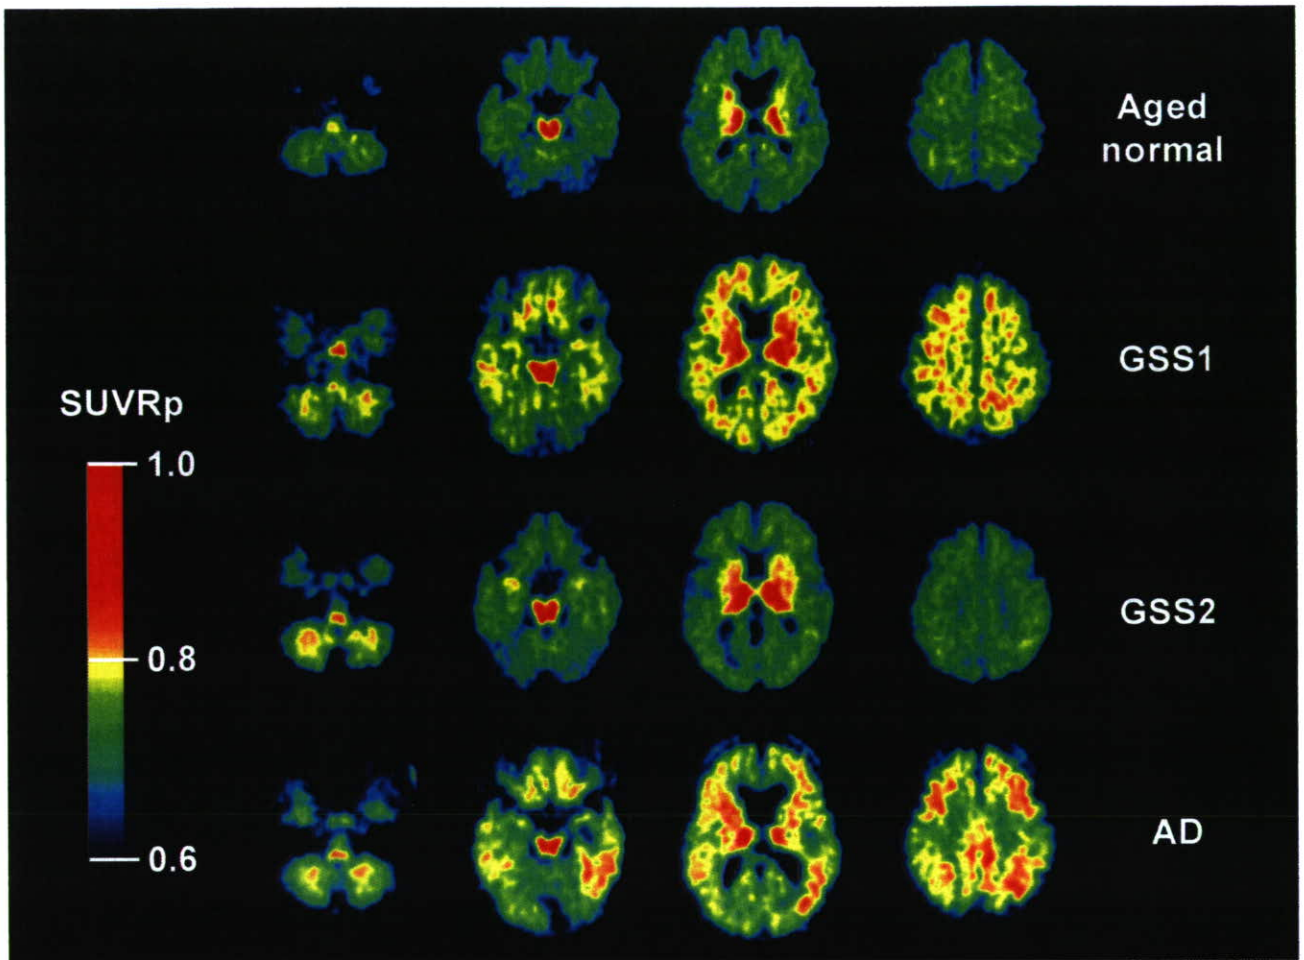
健常高齢者 (Aged normal)、ゲルストマン・ストロイスラー・シャインカー症候群 (GSS)、アルツハイマー病 (AD) 患者の ^{11}C BF-227 PET 画像 (投与 20~40 分後の SUV 対橋比(SUVRp)画像)
